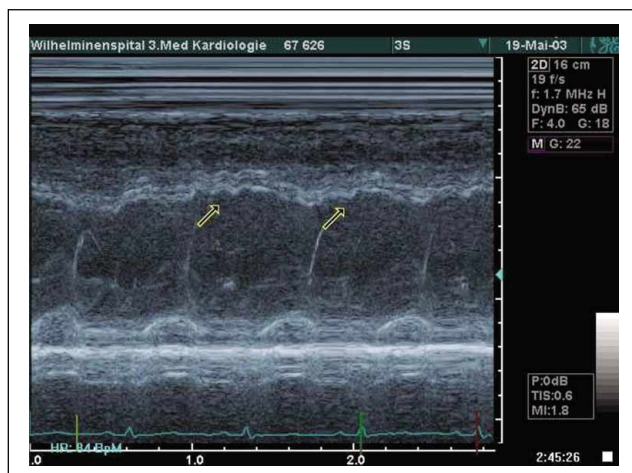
M-Mode-Registrierung im parasternalen Querschnitt: abrupte Gegenbewegung des interventrikulären Septums, sogenannter „septal bounce“
